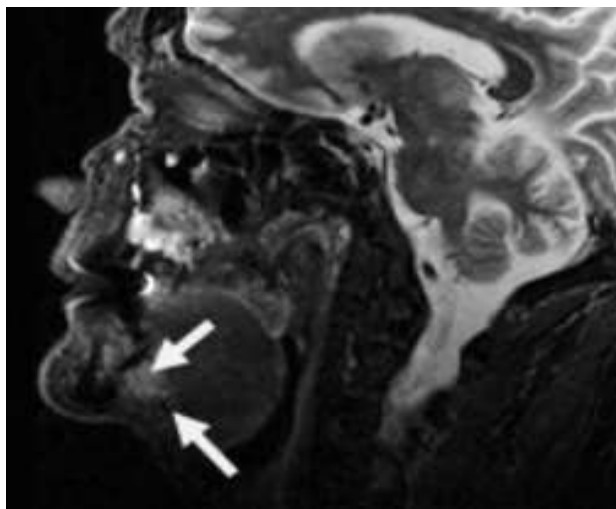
Больной Ш., 76 лет. МРТ дна полости рта в сагиттальной проекции в режиме Т2-ВИ. Опухоль дна полости рта размерами 2,0x1,8 см с распространением на основание языка Т1N0M0 (стрелки). Границы опухоли четко визуализируются, структура однородная.
